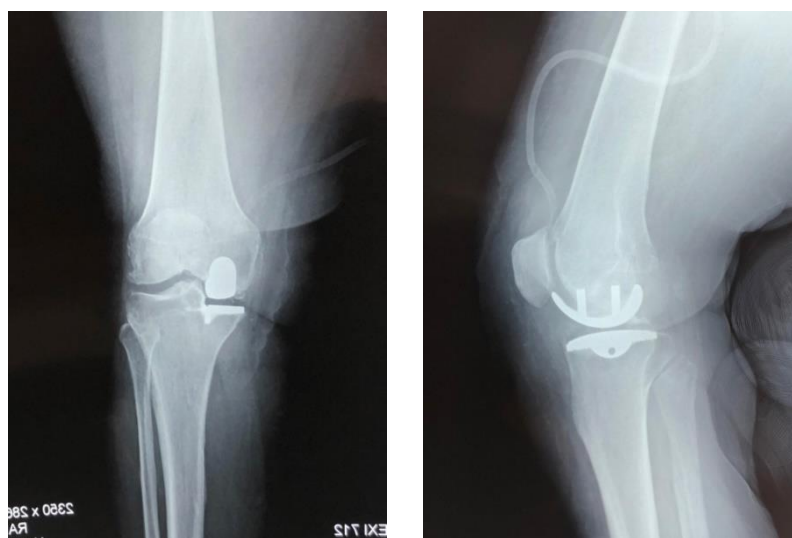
Рентгенограма лівого колінного суглоба після моноконділярного ендопротезування (здійснена в положенні лежачи, без осьового навантаження), де а) в прямій проекції, б) в боковій проекції
